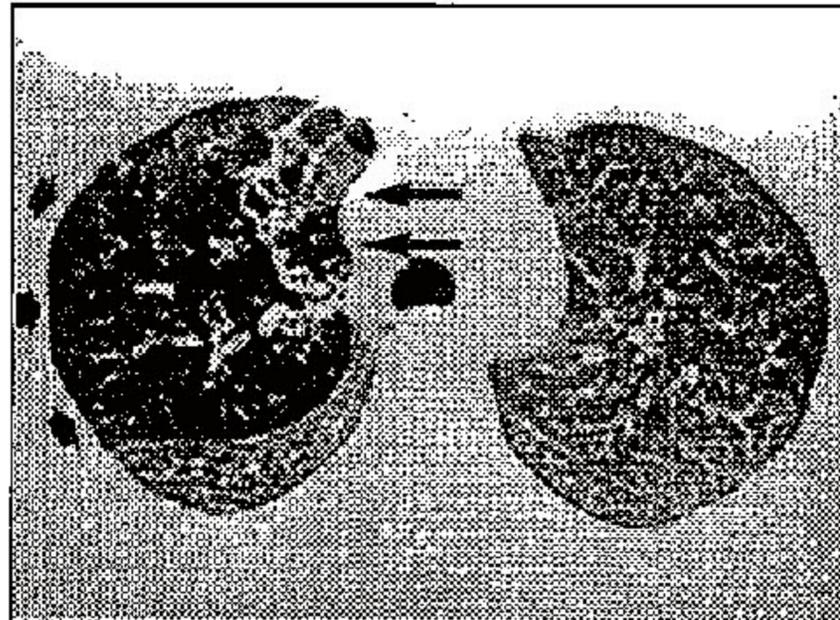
Tomografia de tórax de paciente asmática moderada, em fase expiratória, evidenciando aprisionamento aéreo (setas menores) associado a lesões fibroresiduais (setas maiores).
